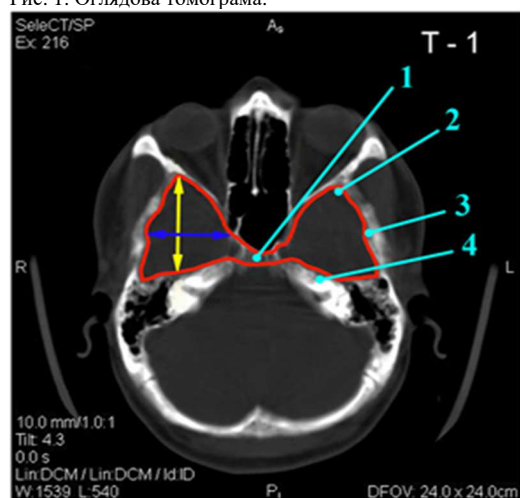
Томограма в кістковому режимі на рівні T1. Морфометрія поздовжнього та поперечного розмірів СЧЯ справа й зліва. Примітки: тут і в подальшому жовтими стрілками відмічено поздовжні розміри, а синіми – поперечні розміри досліджуваних структур; 1 – тіло клиновидної кістки; 2 – проекція переднього полюса скроневої кістки; 3 – луска скроневої кістки; 4 – піраміда скроневої кістки.
